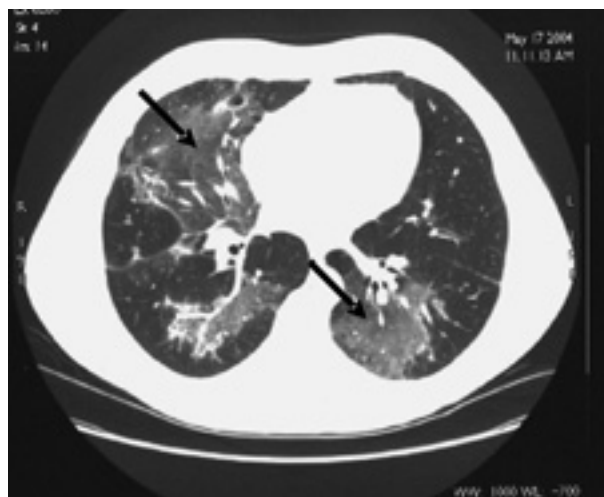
Компьютерная томограмма. Больной М., 49 лет, с десквамативной интерстициальной пневмонией (при биопсии легкого), симптом «матового стекла».
